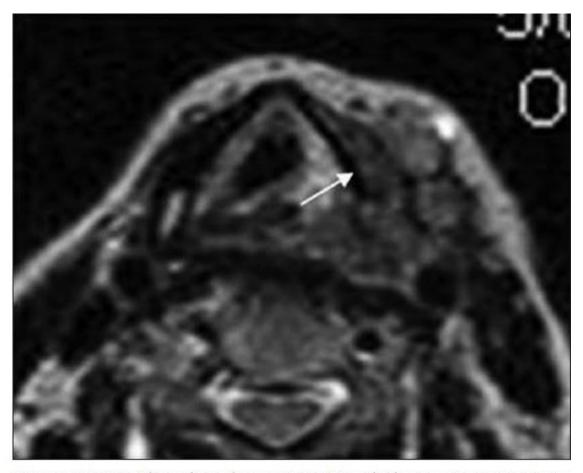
Cartilage invasion on MRI. T2 axial image shows the large mass with cartilage destruction. The intracartilage signal is similar to the adjacent mass (thin arrow)
